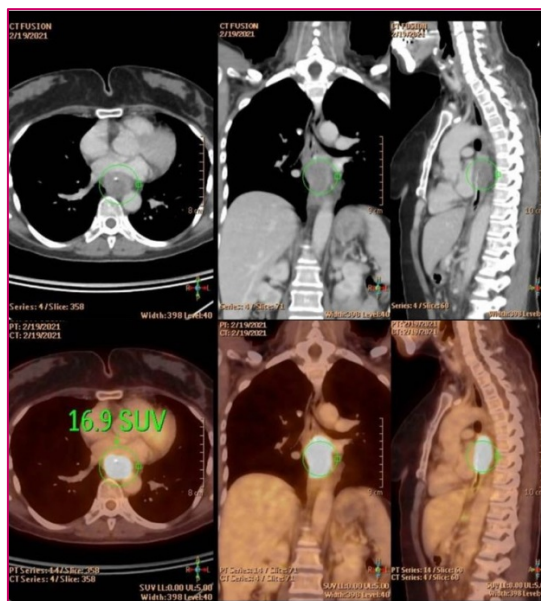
PET SCAN – TC. LAS IMÁGENES SUPERIORES MUESTRAN LA TC Y LAS INFERIORES EL PET SCAN CON LA CAPTACIÓN TUMORAL DEL RADIOTRAZADOR
